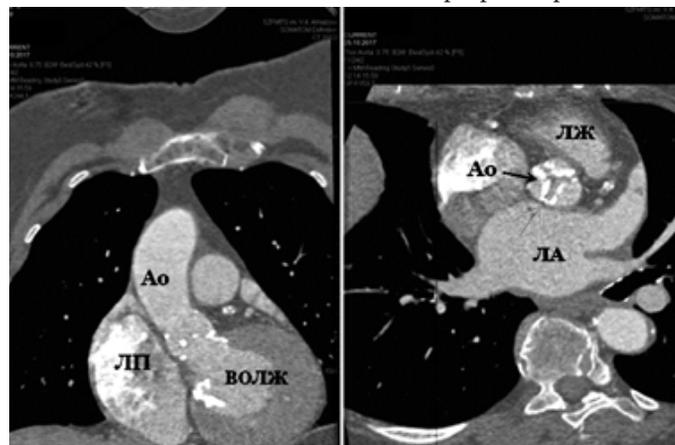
КТ-ангиография аорты
